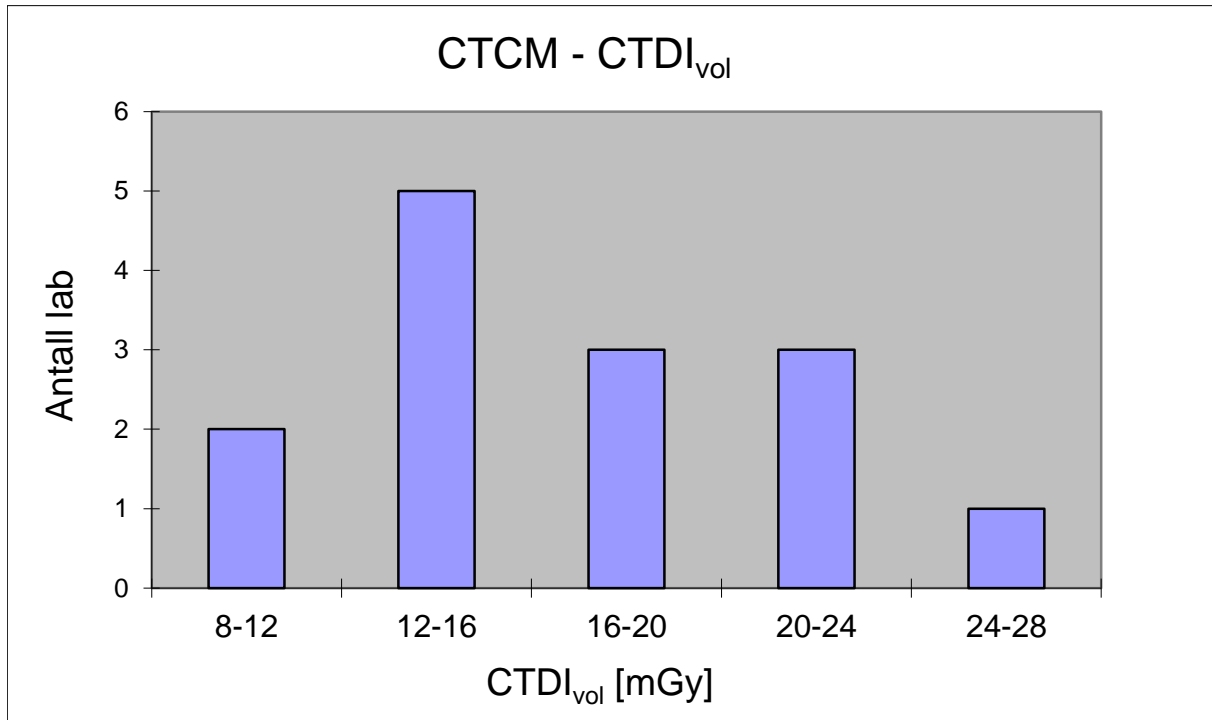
Fordeling av de innsamlede $CTDI_{vol}$ verdiene for CT hals.
